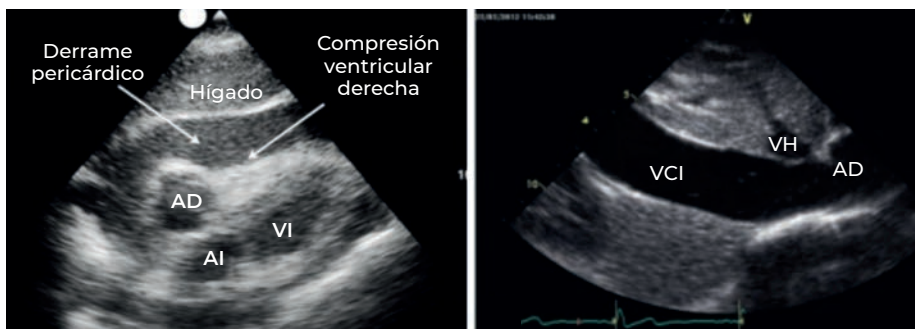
Imágenes de ecografía transtorácica bidimensional por ventana subcostal.
